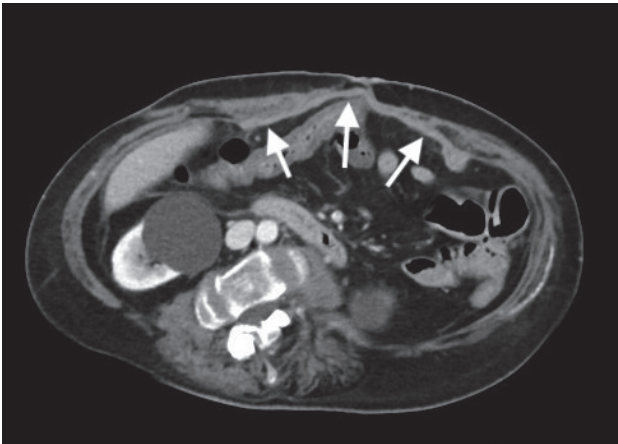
TC de control a los 6 meses de la última cirugía.
